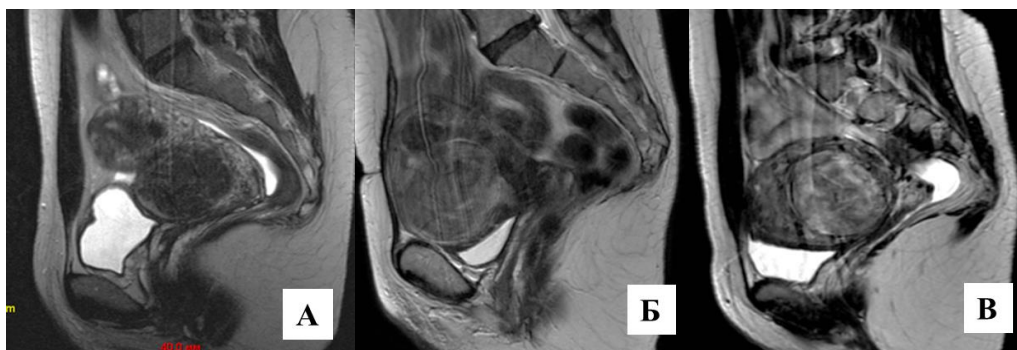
МРТ миомы матки (А – первый МР-тип «темный» узел; Б – второй МР-тип «серый» узел; В – третий МР-тип «белый» узел).
